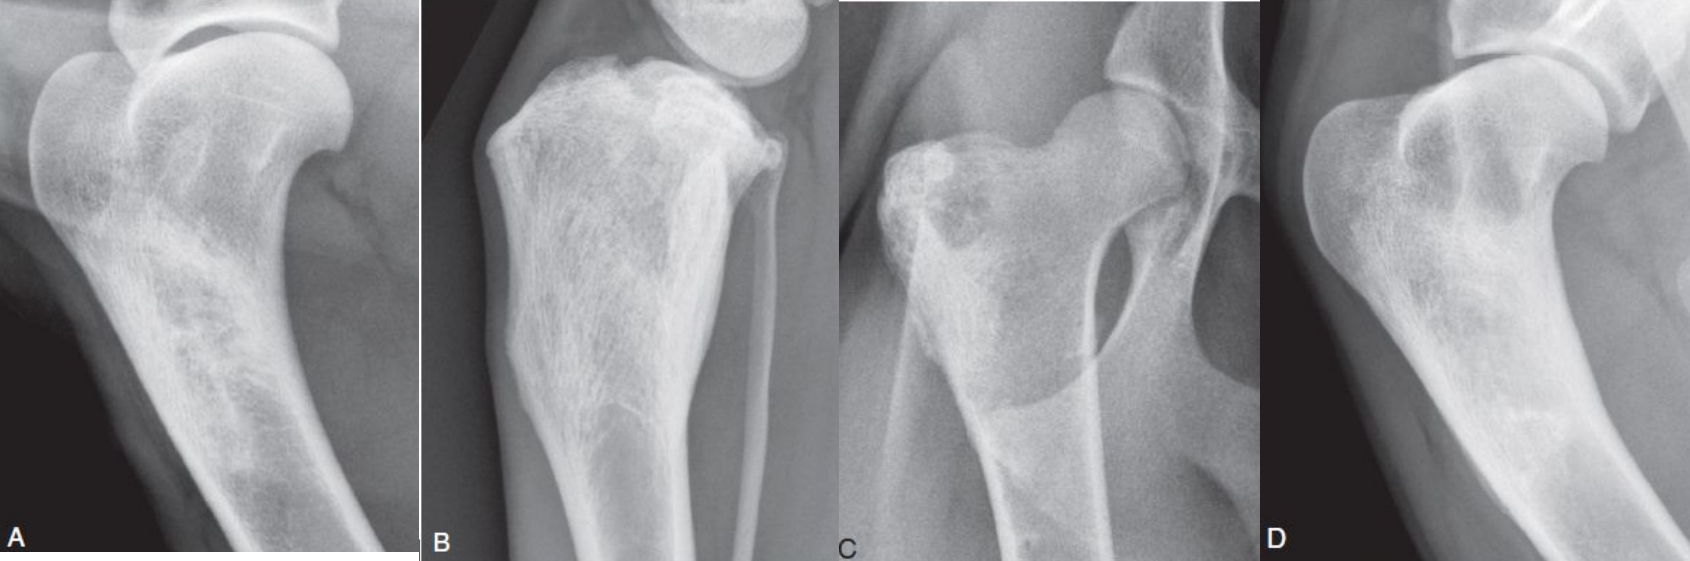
Рентгенограммы проксимальной части плеча (A), большеберцовой кости (B) и проксимальной части правого бедра с подтвержденным кокцидиомикозом. В каждой кости отмечены агрессивные повреждения, так как произошло гематогенное распространение по организму. Повреждения главным образом склеротические, с минимальной периостальной реакцией. Склеротическое проявление этих поражений не может быть использовано для дифференциальной диагностики между неоплазией и инфекцией кости; такое проявление может быть у метастатической опухоли, однако данный пациент моложе, чем большинство пациентов с метастатическим раком кости. Последующие 11 месяцев противогрибкового лечения кокцидиомикоза не дали эффекта; поражения плеча (D), большеберцовой (E) и бедренной (F) прогрессировали. Поражение плеча (D) крупнее остальных, а поражение большеберцовой (E) и бедренной (F) костей более литические. После смены лечения наступило клиническое разрешение; также произошло значительное изменение рентгенографических признаков (изображения учтиво предоставлены Dr. Erik Wisner, University of California Davis).
